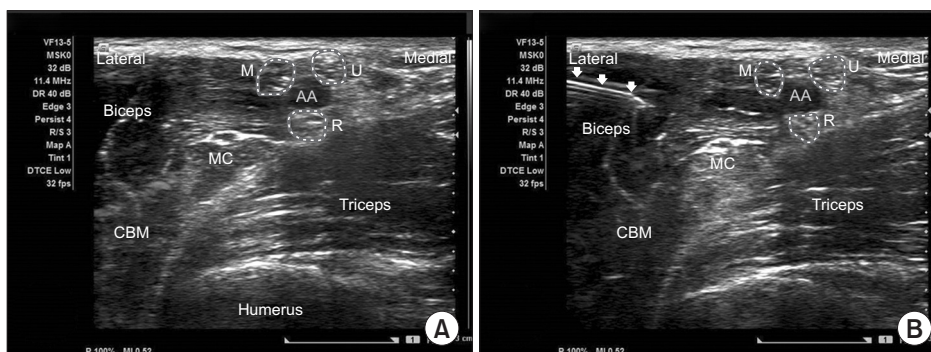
(A) Ultrasound anatomy of axilla. (B) In-plane needle approaching (arrows). AA, axillary artery; M, median nerve; U, ulnar nerve; R, radial nerve; MC, musculocutaneous nerve; CBM, coracobrachialis muscle.
